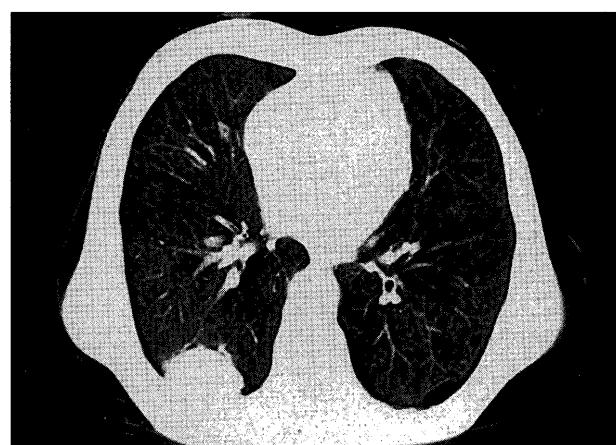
Chest CT also showed an irregularly shaped tumor with a diameter of about 5 cm at S⁶ to S⁹ in the right lung. The tumor was adjacent to the thoracic wall without infiltration. The mediastinal lymph nodes were not swollen.
